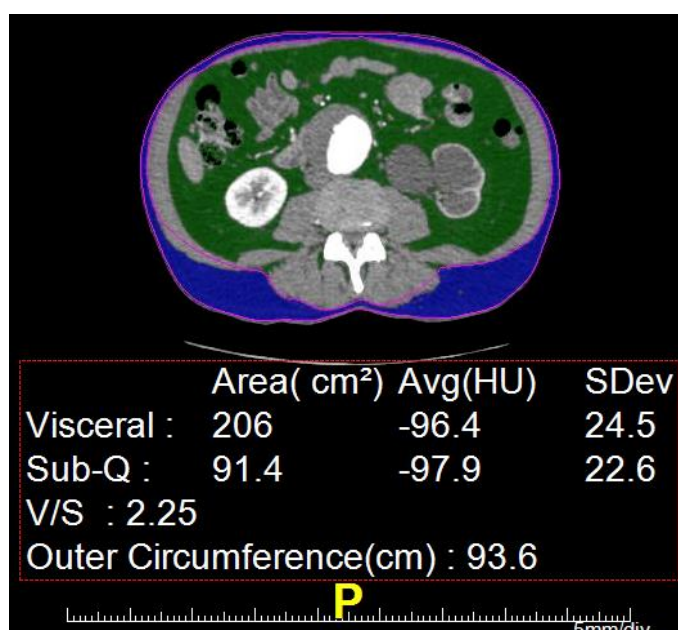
Tomografia mostrando gordura visceral e subcutânea em área (cm²)
